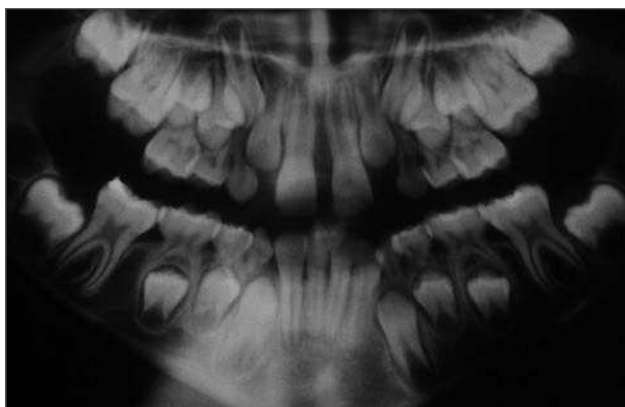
Radiografía panorámica del paciente a los 8 años y 6 meses, tras la erupción completa de los primeros molares inferiores permanentes.
